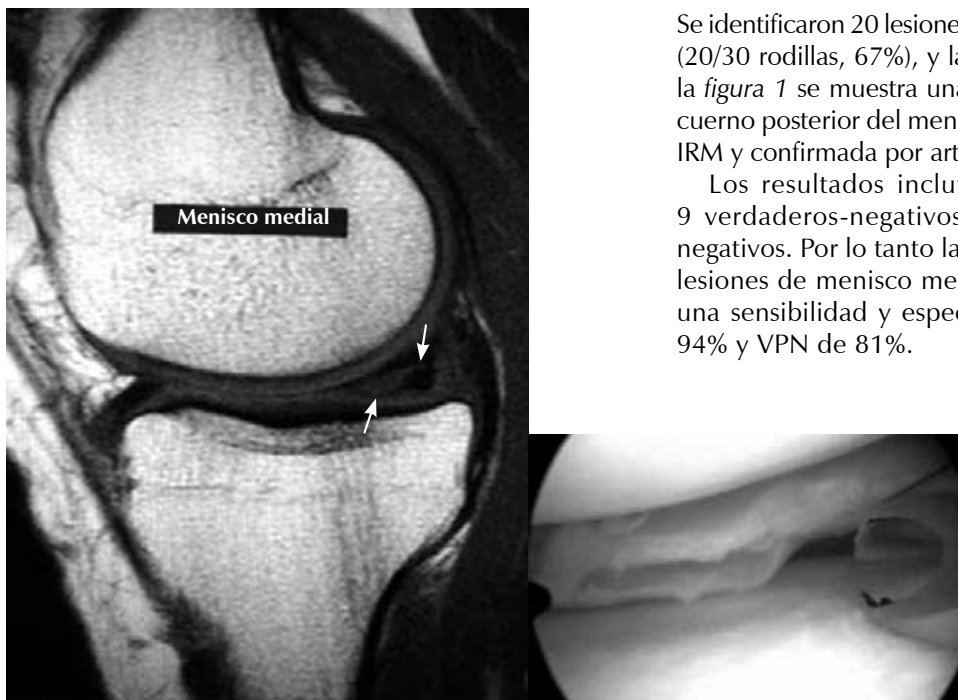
Lesión horizontal del cuerpo y cuerno posterior del menisco medial diagnosticada por resonancia magnética y corroborada por artroscopia.
